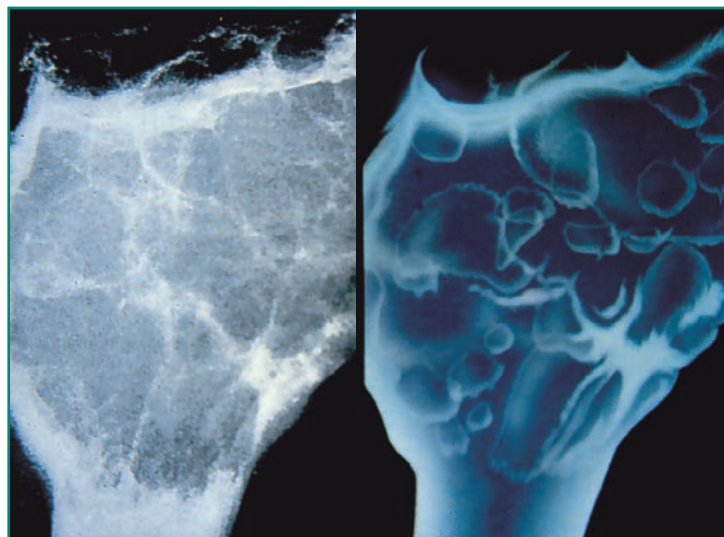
Radiografía y xerografía de un tumor de células gigantes en tibia proximal.
